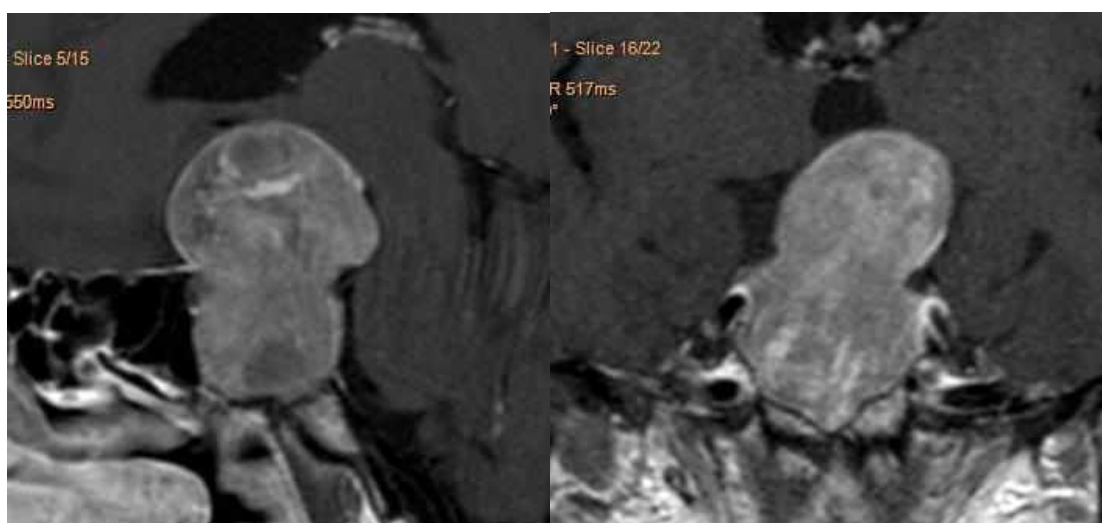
МРТ з контрастом. Спостереження №491. Хвора П-ва, 57 років (історія хвороби №152274), велетенська ГНАГ.
